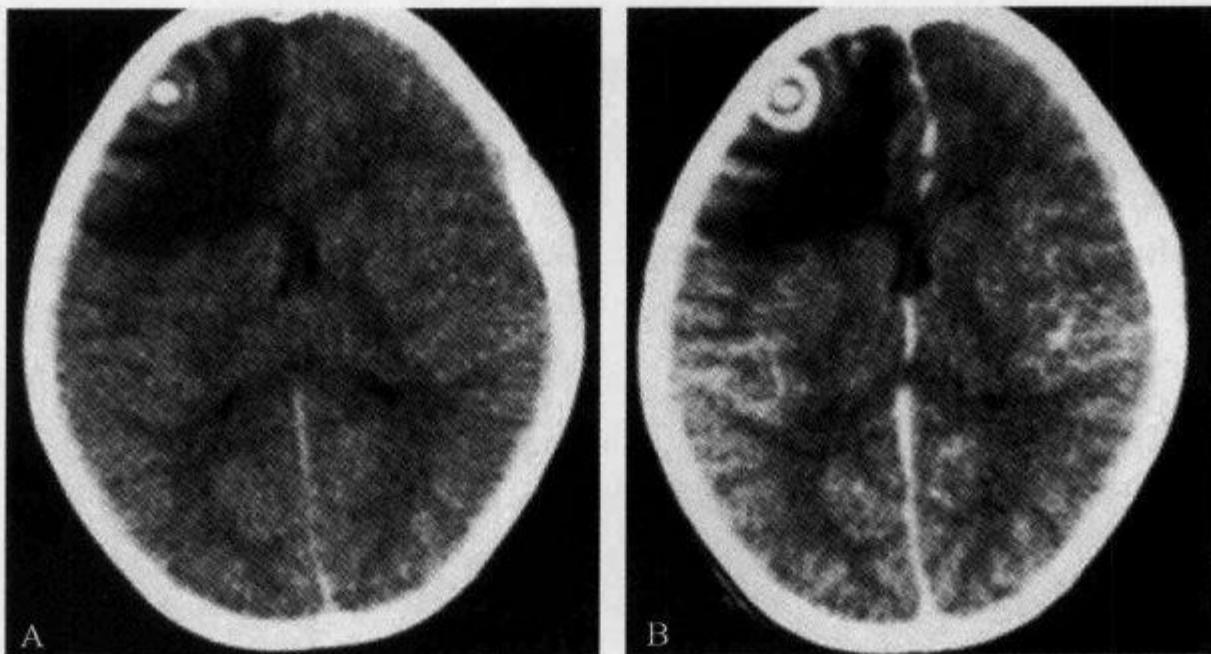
右侧额叶结核球,CT增强示“靶征”
